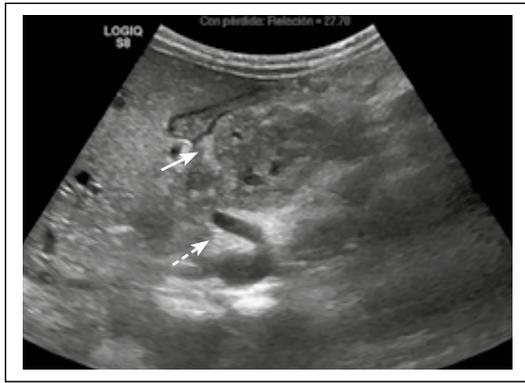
Ecografía abdominal: Tumoración sólida de contornos bien delimitados, heterogénea (—→) en cabeza y cuerpo de páncreas, con imágenes quísticas, tabicaciones y pequeños ecos en su interior sugestivos de calcificaciones, que engloba al tronco celíaco (----→).
